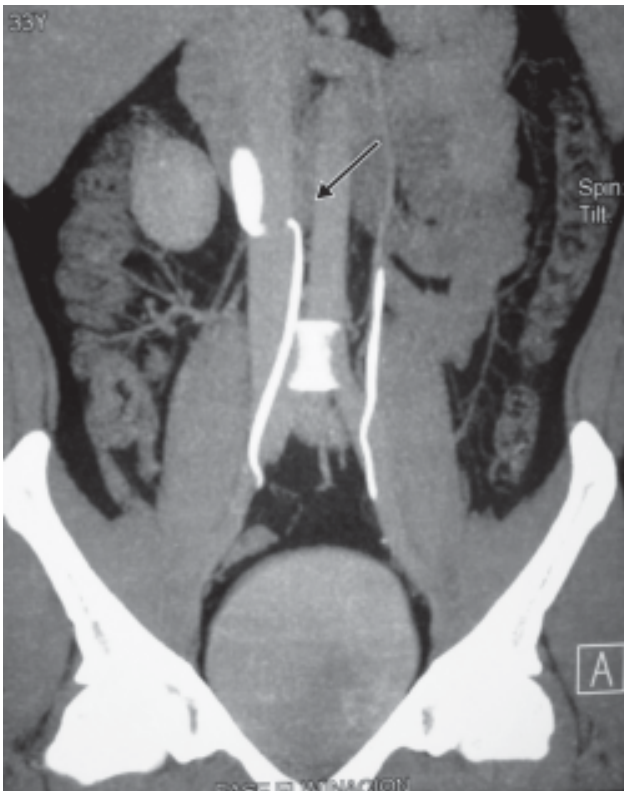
TAC fase de eliminación. Se observa la vena cava por delante del uréter.
